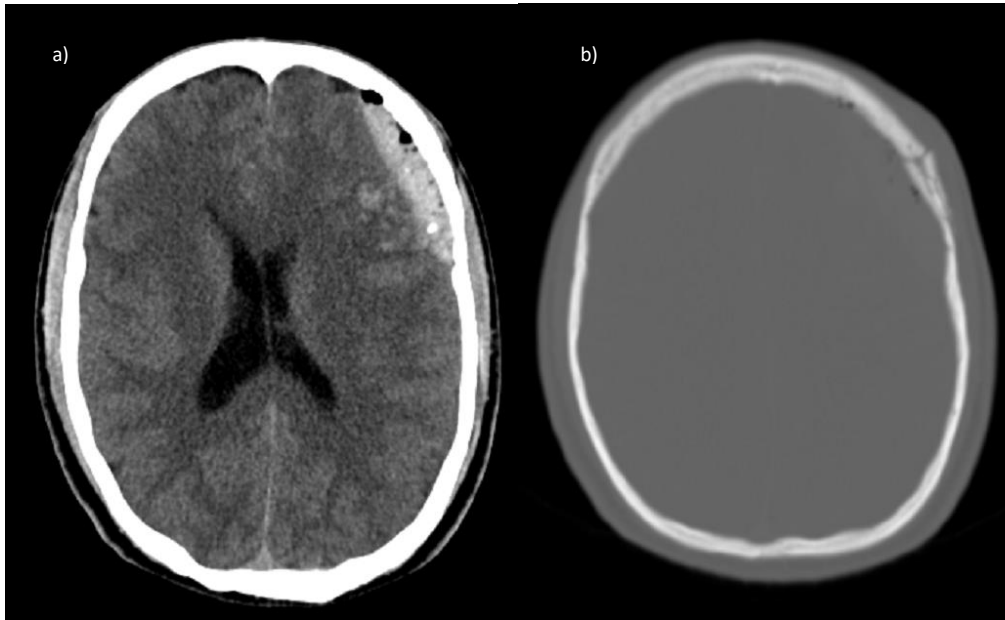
Paciente masculino de 25 años con diagnóstico de TCE leve. a) Corte axial de tomografía de cráneo simple en ventana para parénquima cerebral donde observamos la presencia de hematoma subdural frontal izquierdo, hemorragia subaracnoidea y neumoencéfalo. b) Ventana ósea donde se demuestra fractura frontal izquierda. Cortesía del departamento de Imagenología del Hospital General de Mexicali.
